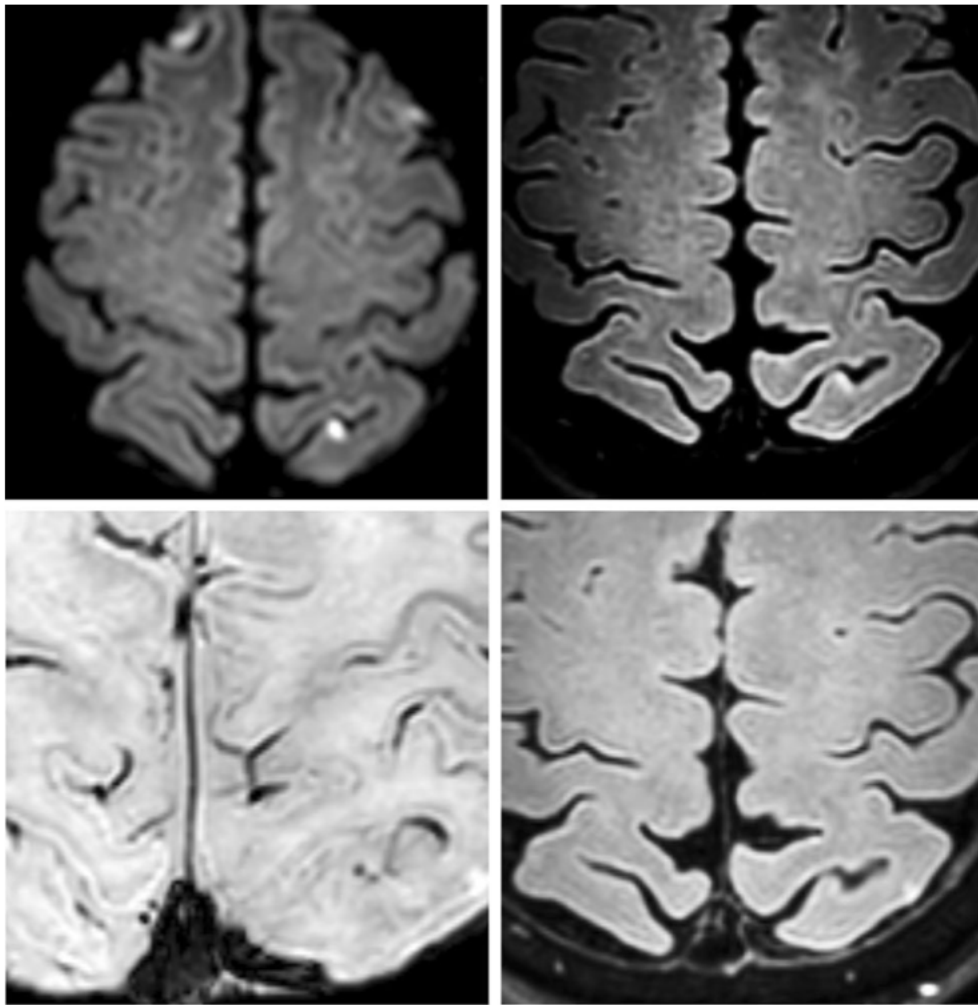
Obere Reihe: DWI (links) und FLAIR 6h nach der DSA mit Hyperintensitäten im linken oberen Parietallappen. Untere Reihe mit SWI (links) und FLAIR (rechts) Aufnahmen beim Follow-up mit punktförmiger Signalabschwächung im Bereich der ursprünglichen DWI-Läsion (Schinz et al., 2023).
